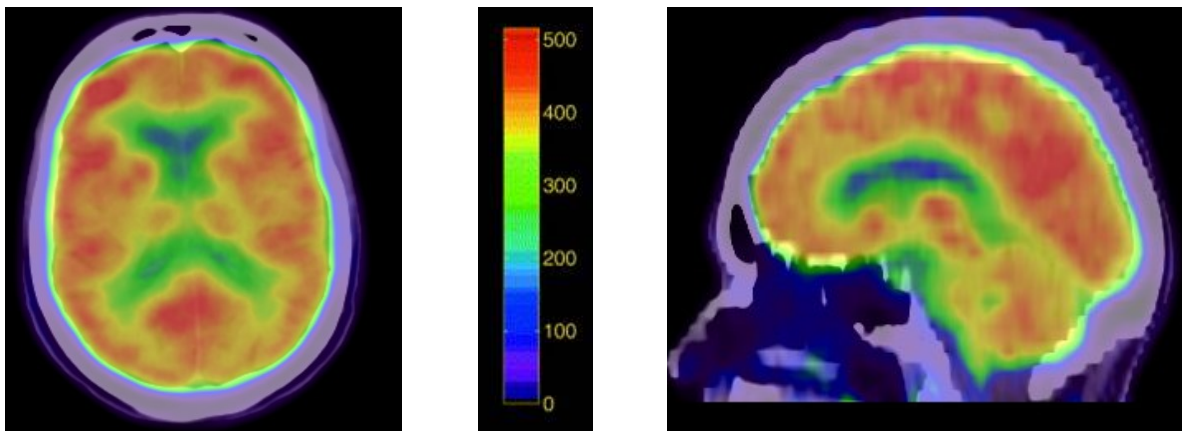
Patientin No. 2. Axialer und sagittaler Schnitt der PET-Aufnahme. Die Durchblutungswerte in ml/100 g/min sind entsprechend der Skala farbkodiert.
